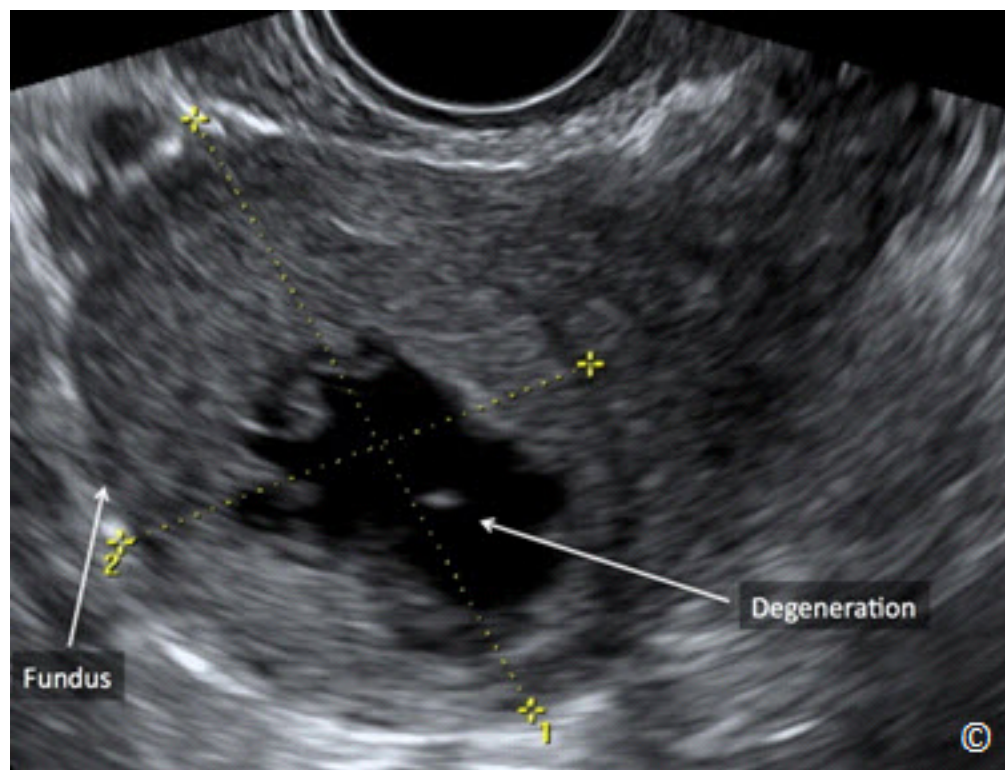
Ultrasonido transvaginal que muestra una degeneración hialina de un leiomioma intramural (etiquetado). El fondo uterino está rotulado para orientación de la imagen.
